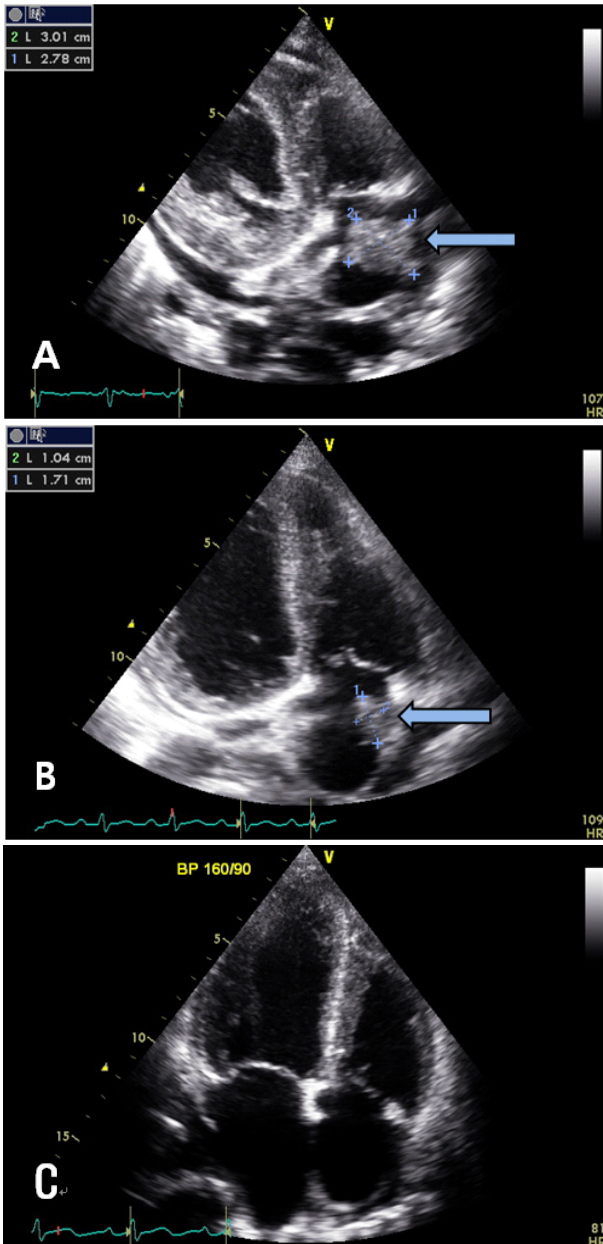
(A) Transthoracic echocardiography shows a 3.0×2.8 cm sized mass in right atrium on admission. (B) After 2 months, echocardiography shows a 1.0×1.7 cm sized mass. (C) After 6 months, echocardiography shows no mass in right atrium.
